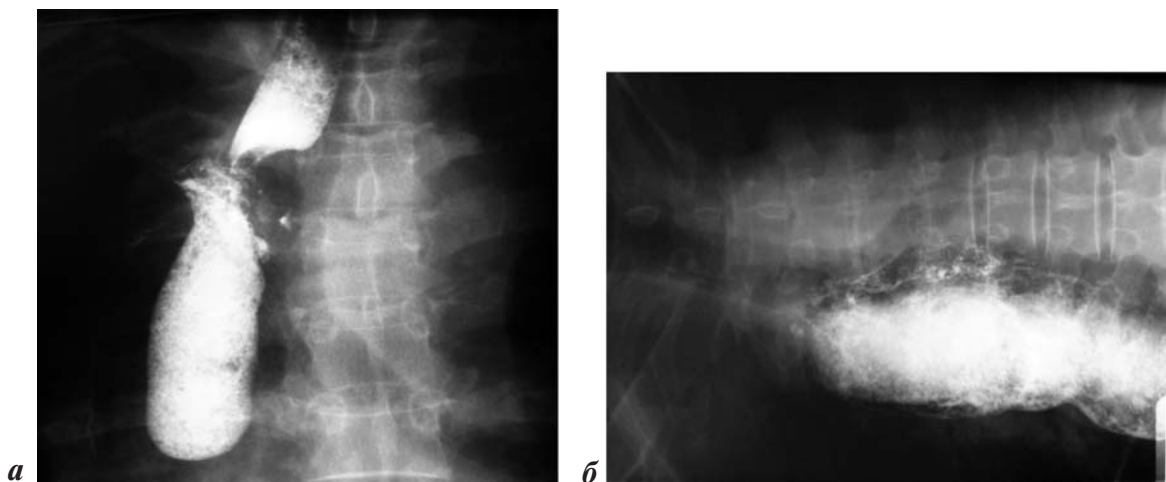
Рентгенограммы больного Д., 60 лет, после операции типа Льюиса с формированием микрохирургического ПЖА: *a* – 4-е сут: анастомоз расположен в куполе плевры справа, контрастное вещество свободно проходит в культю желудка без признаков сужения, деформации, несостоятельности в зоне соустья нет; *б* – при проведении пробы на желудочно-пищеводный рефлюкс в положении Тренделенбурга на 14-е сут после операции не отмечено заброса контрастного вещества в пищевод
